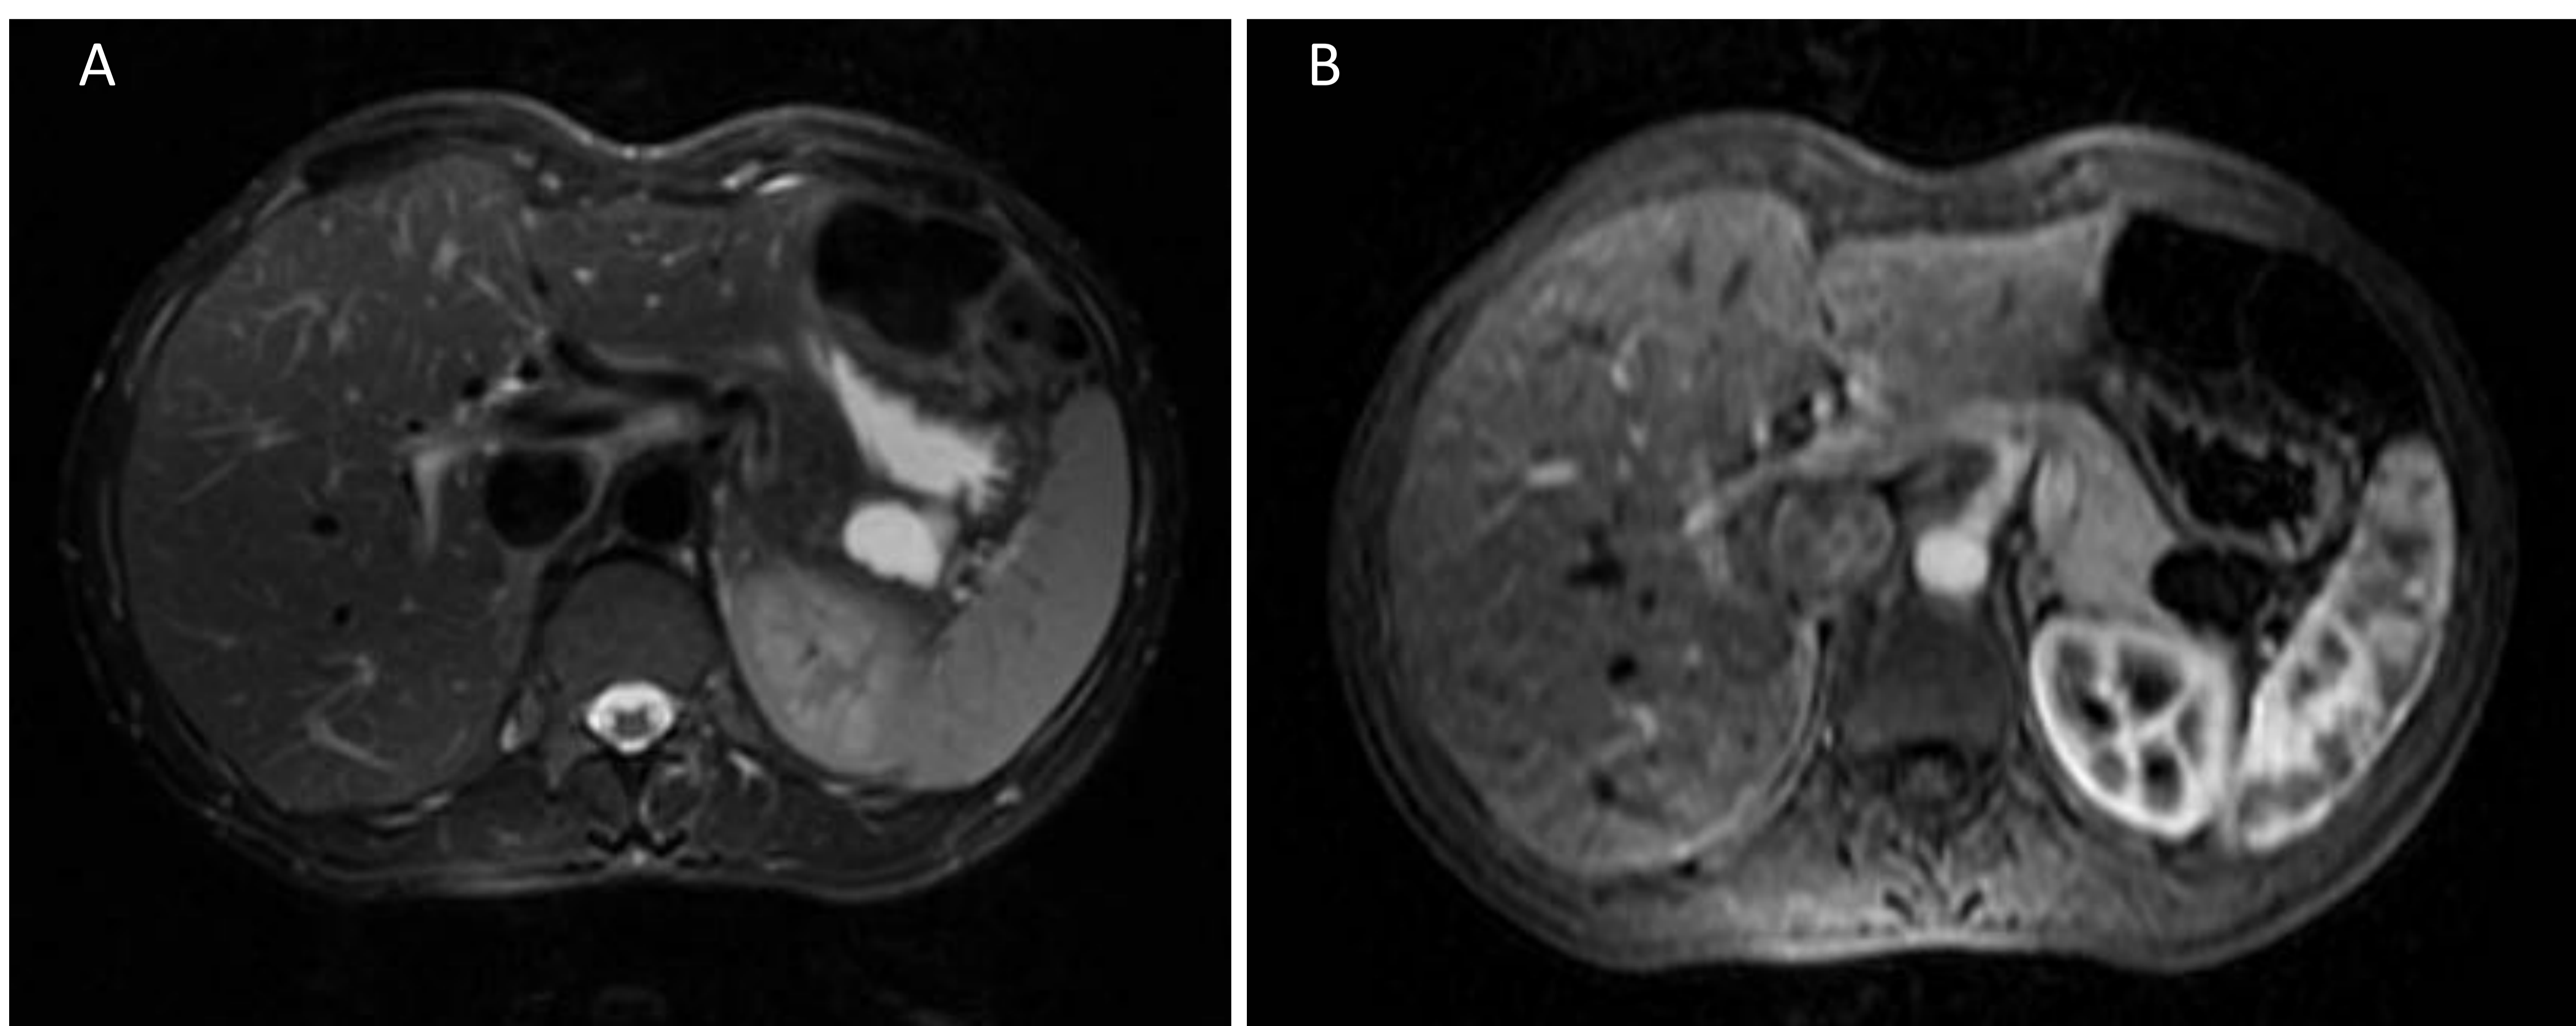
RM abdominal con CIV de la misma paciente. A T2 FATSAT. B 3D FSPGPGR + C. Lesión quística de 2 cm, sin realce tras la administración de gadolinio. No se identifica dilatación del conducto pancreático.
